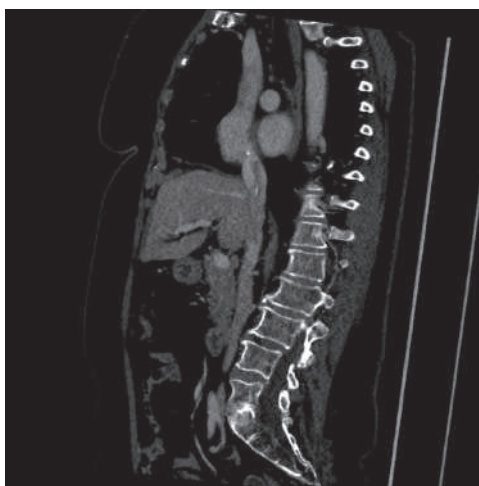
Рентгеновская компьютерная томография ОБП с контрастированием. Косая сагиттальная проекция
